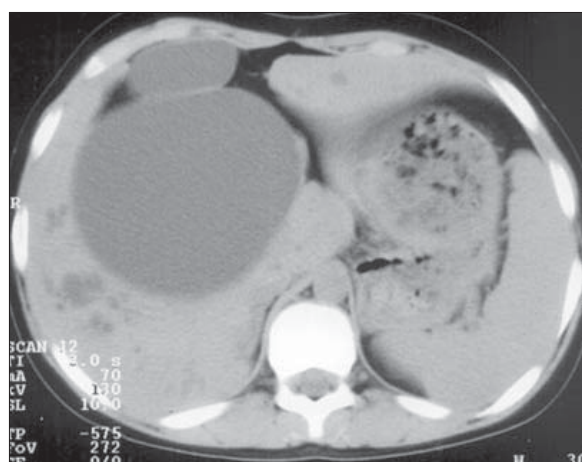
Boală Caroli și chist de coldedoc. Secțiuni axiale CT. Dilatare chistică a canalului coledoc cu importantă dilatare a căilor biliare intrahepatice predominant în dreapta.
